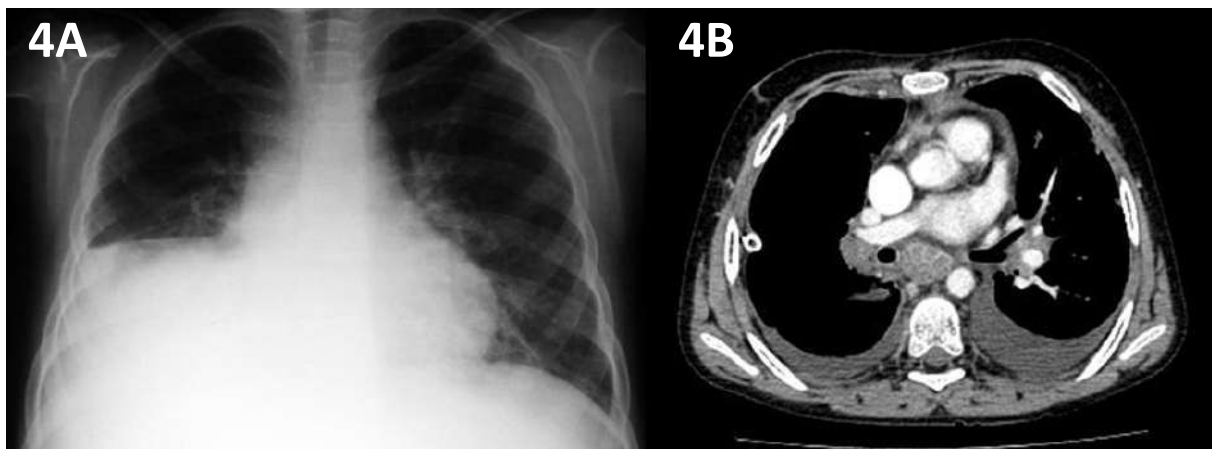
Niña de 6 años con esputo negativo (4A) Radiografía simple en AP con derrame pleural derecho, (4B) Tomografía computarizada contrastada en vista axial además muestra adenopatías con centro necrótico.
